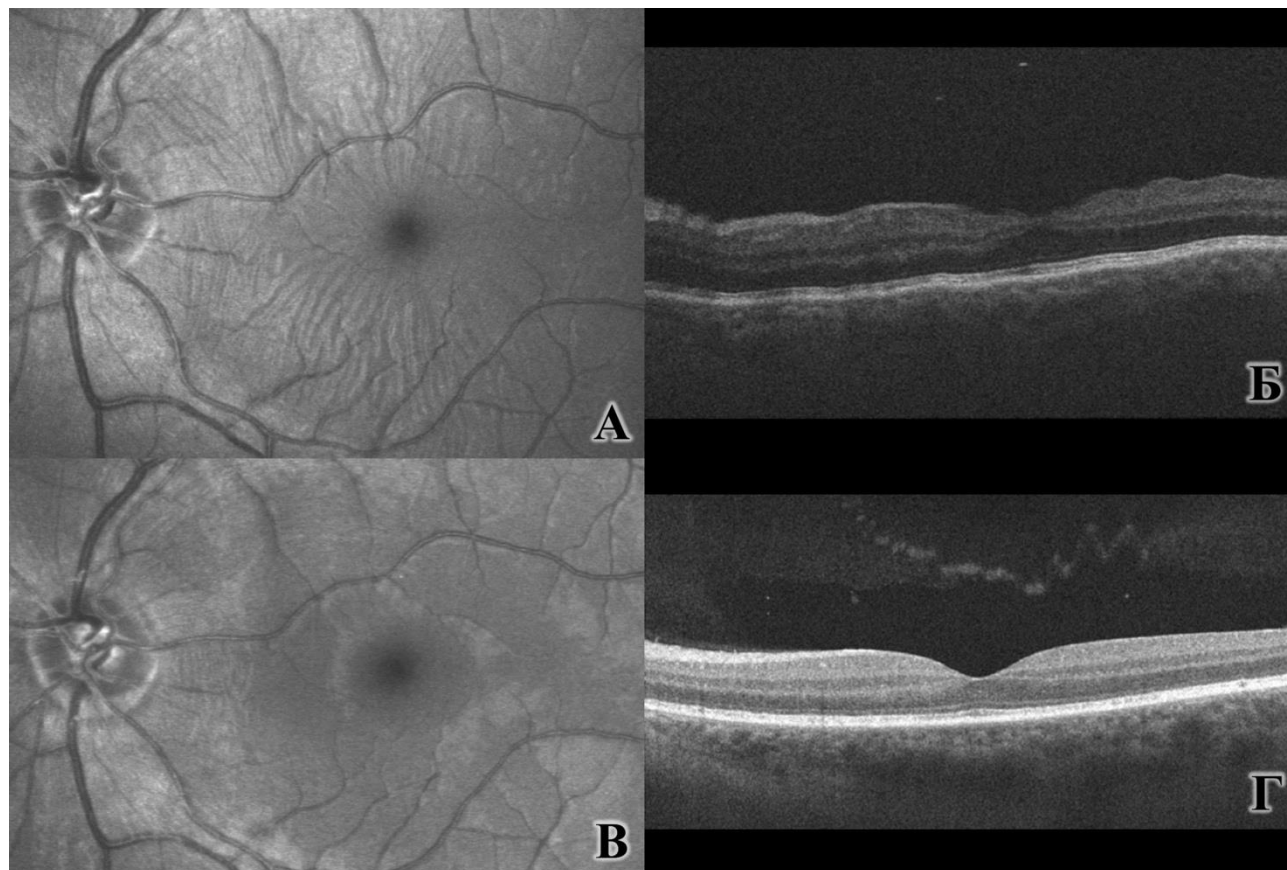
Пациент К. 35 л., ИБ Г90331\15 OS контузия глазного яблока, гифема, травматический мидриаз, сублюксация хрусталика I степени, контузионная ретинопатия, постконтузионный гипотонический синдром. Visus OS = 0,5 с коррекцией. А. «Фигура звезды» при гипотонической ретинопатии. Изображение в режиме синего лазера (490 нм) сканирующего лазерного офтальмоскопа. Б. Складчатость слоев сетчатки, визуализируемая методом оптической когерентной томографии В. Изображение в режиме синего (490 нм) лазера через 7 дней после травмы: признаки гипотонической ретинопатии отсутствуют. Г. Складчатость сетчатки также отсутствует при ОКТ-исследовании, профиль сетчатки не изменен.
